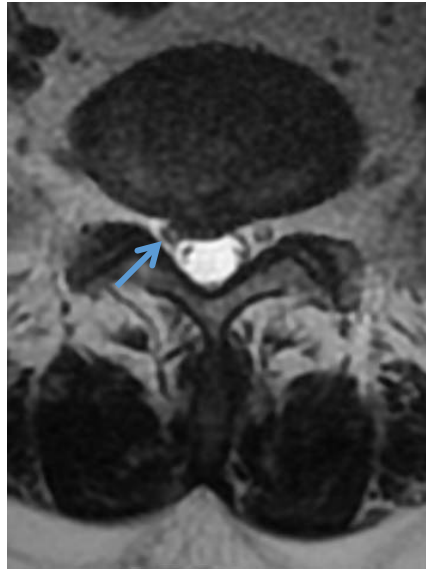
IRM en pondération T2 en coupe axiale objectivant une hernie discale médiane avec contact de la racine avec le matériel discal (flèche)
